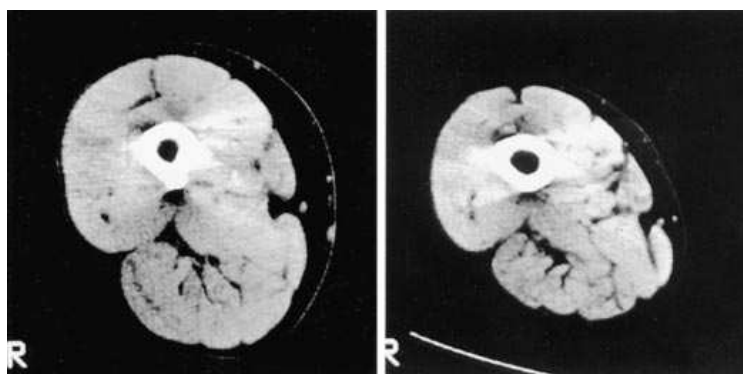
Tomografía computadorizada de un sujeto representativo de cada grupo. Se observa una considerable reducción en el área de sección transversal muscular del cuádriceps femoral en el paciente con EPOC (panel derecho) comparado con el sujeto sano (panel izquierdo)²³.
